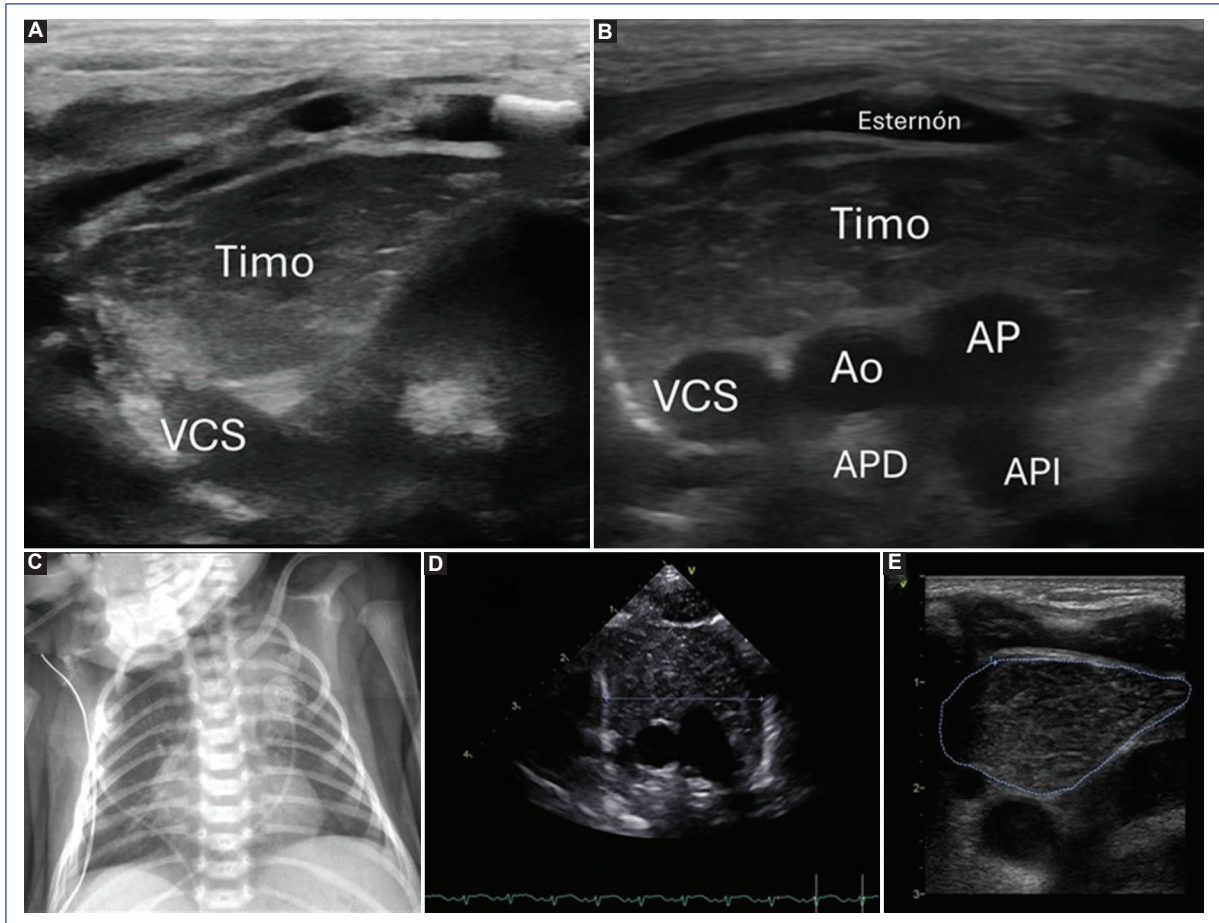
Vista del timo en eje largo y eje corto. A: eje largo. B: eje corto, que muestra el timo con sus relaciones anatómicas. C: RT de neonato de término referido a tercer nivel de atención por «masa mediastinal» en donde se documenta que es el timo. D: diámetro transversal de 2.6 cm. E: área de 6.05 cm². Esto da un índice tímico de 15.6, mayor a lo reportado en la literatura. Ao: aorta; AP: arteria pulmonar; APD: arteria pulmнар derecha; API: arteria pulmonar izquierda; RT: radiografía de tórax; VCS: vena cava superior.
